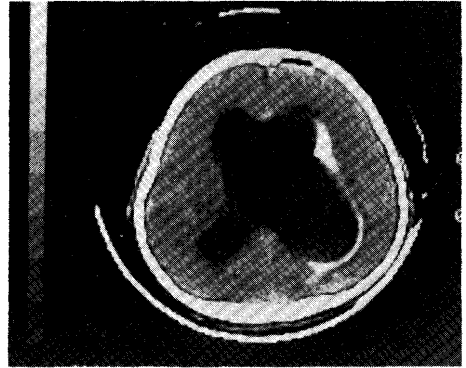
Tomographic contrast ventriculography after right ventricular drainage. Large cystic lesion is outlined by thin contrast-enhanced lateral ventricle.
